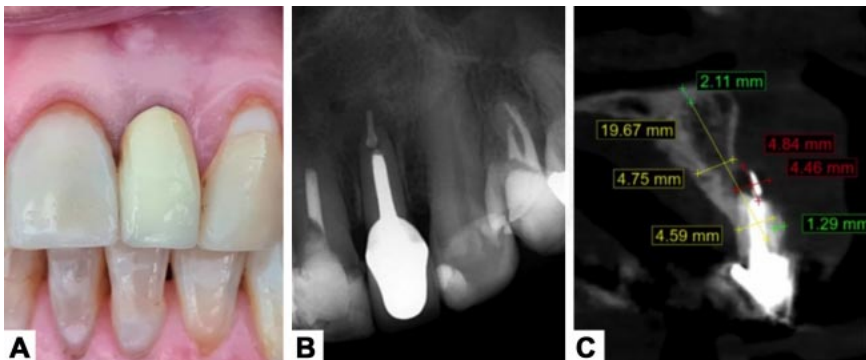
A. Fístula inactiva en vestibular de diente 2.2. Nótese altura del cenit, desajuste y color de la prótesis. B. Lesión RL de forma redonda compatible con la vía de drenaje por vestibular, lesión osteolítica periapical y materiales RO intraconducto de diferentes densidades. C. Corte sagital con medidas de la lesión, material intralesional y pérdida de continuidad cortical vestibular en su porción apical y media.
